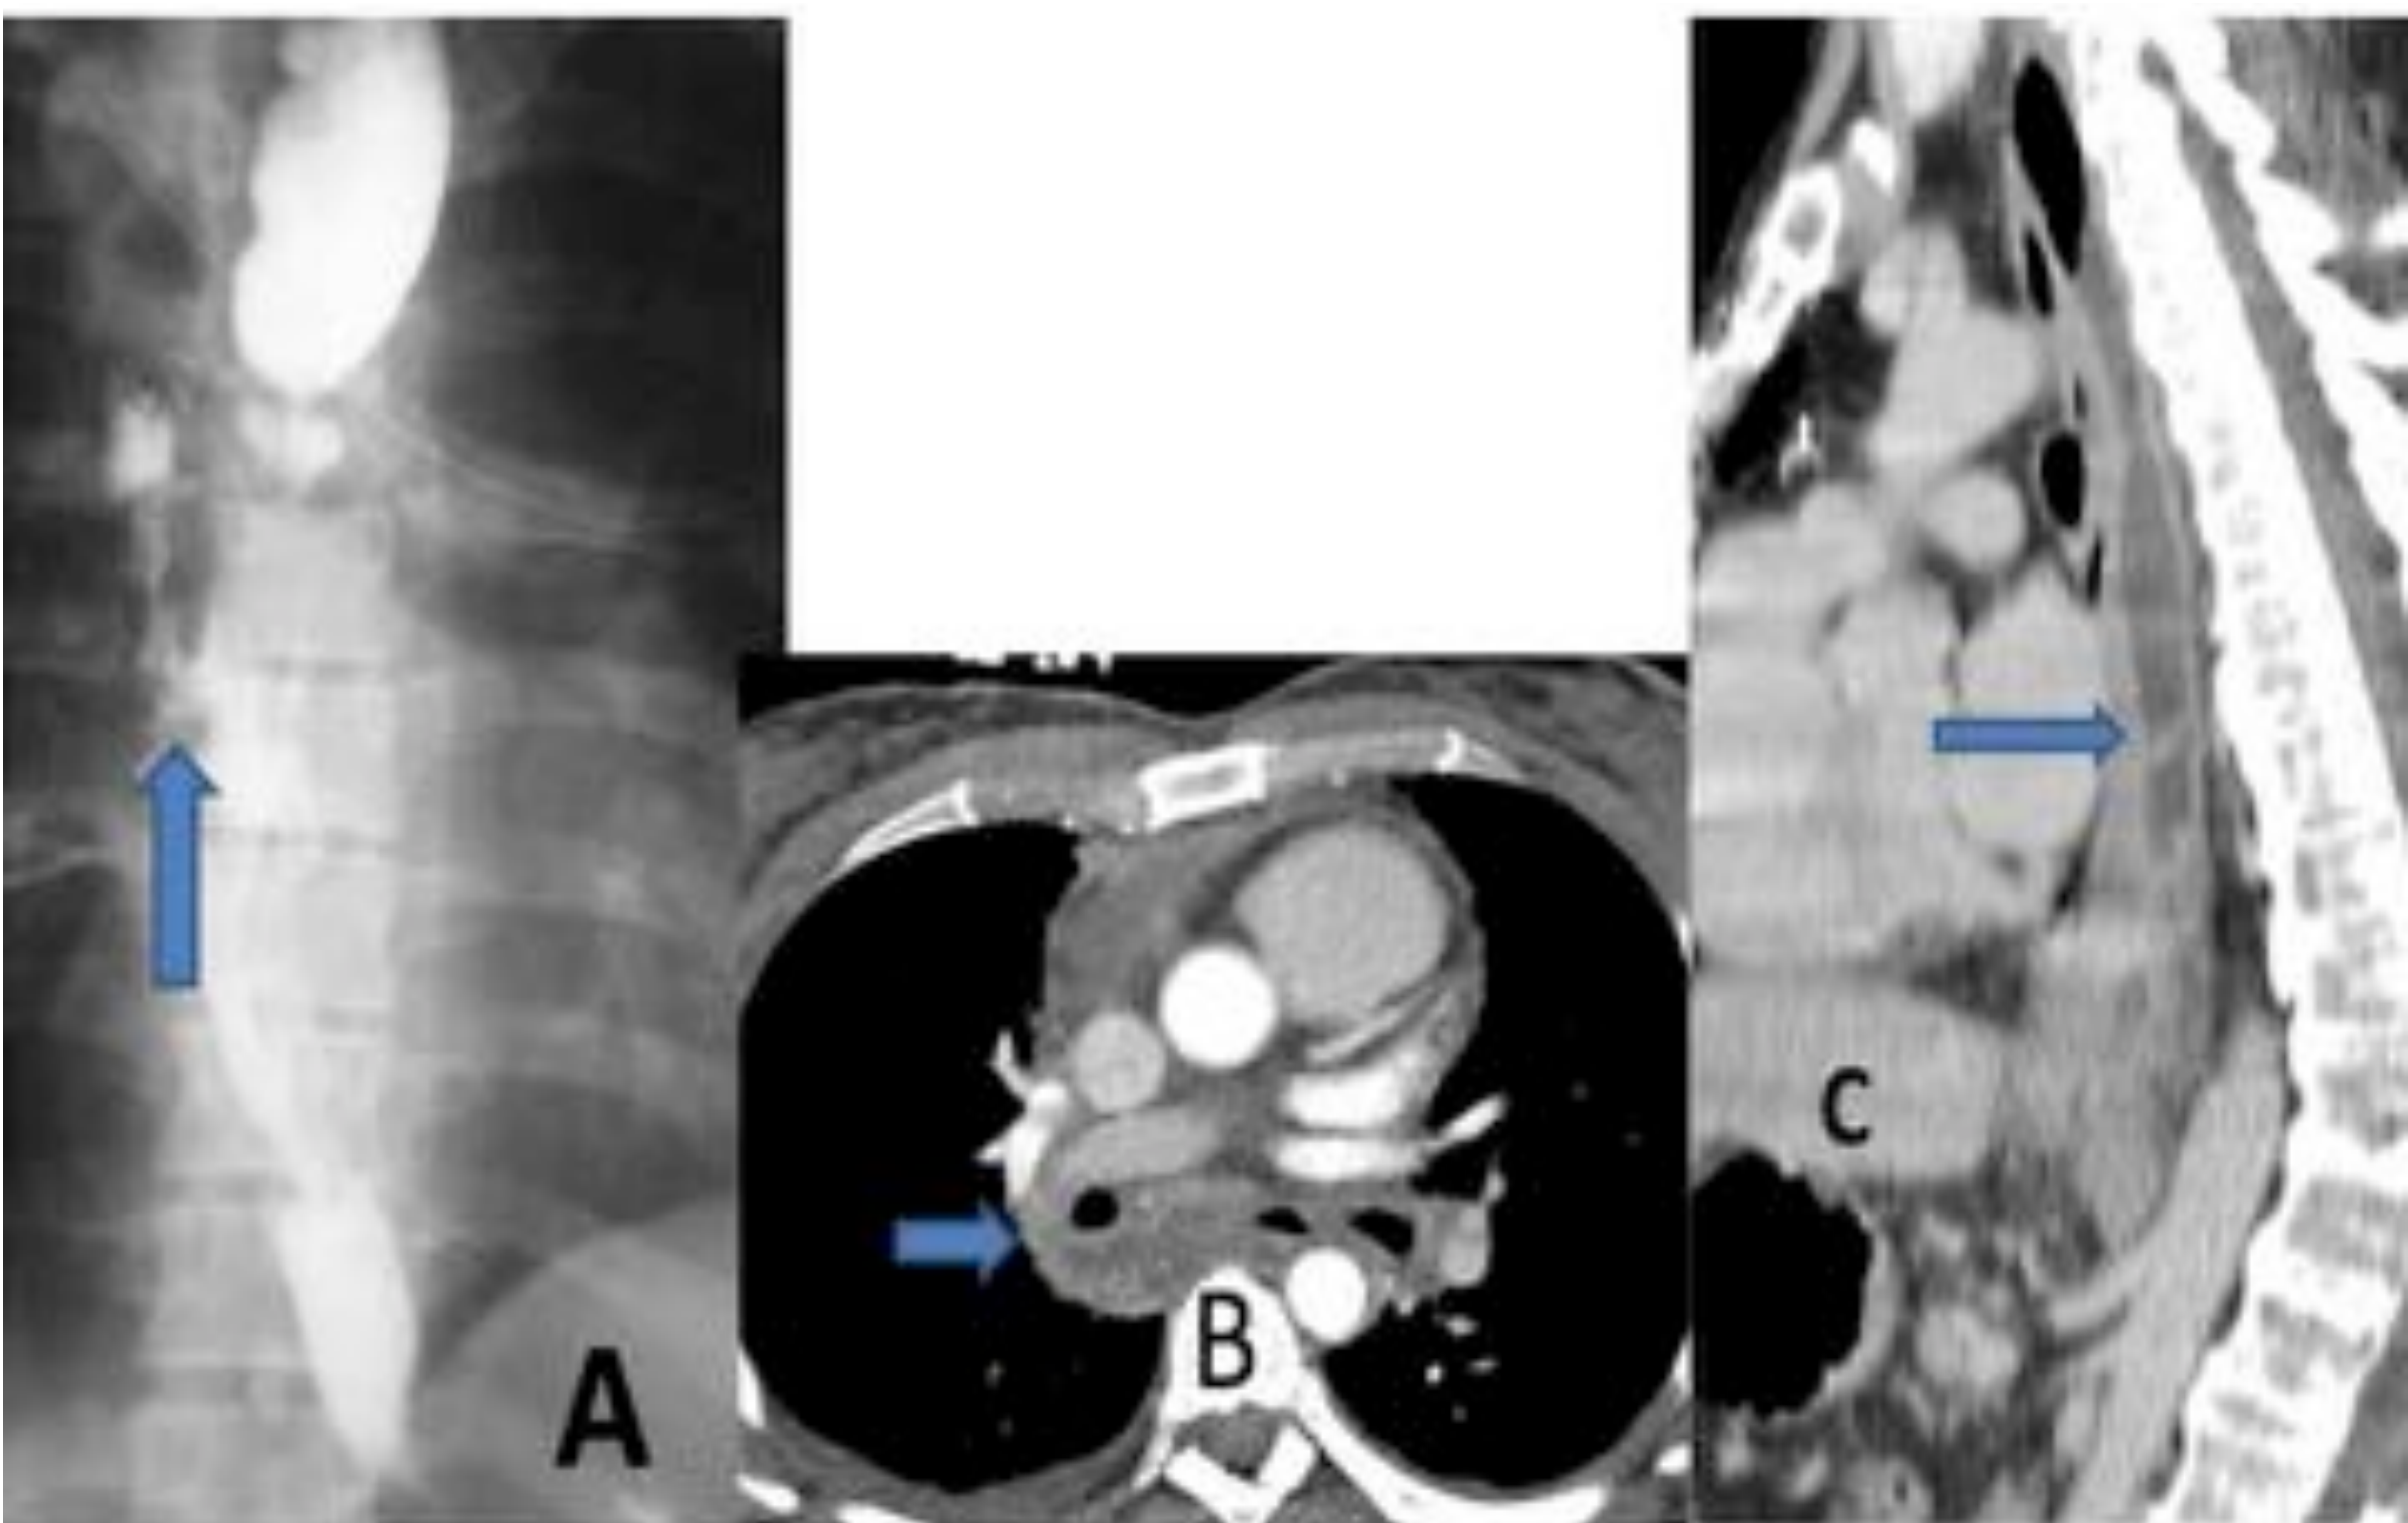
Esofagitis por cáusticos. En el esofagograma (A) se objetiva extravasación de contraste (flecha). En el TC (B, C) se identifica una colección hipodensa mediastínica (flechas).
